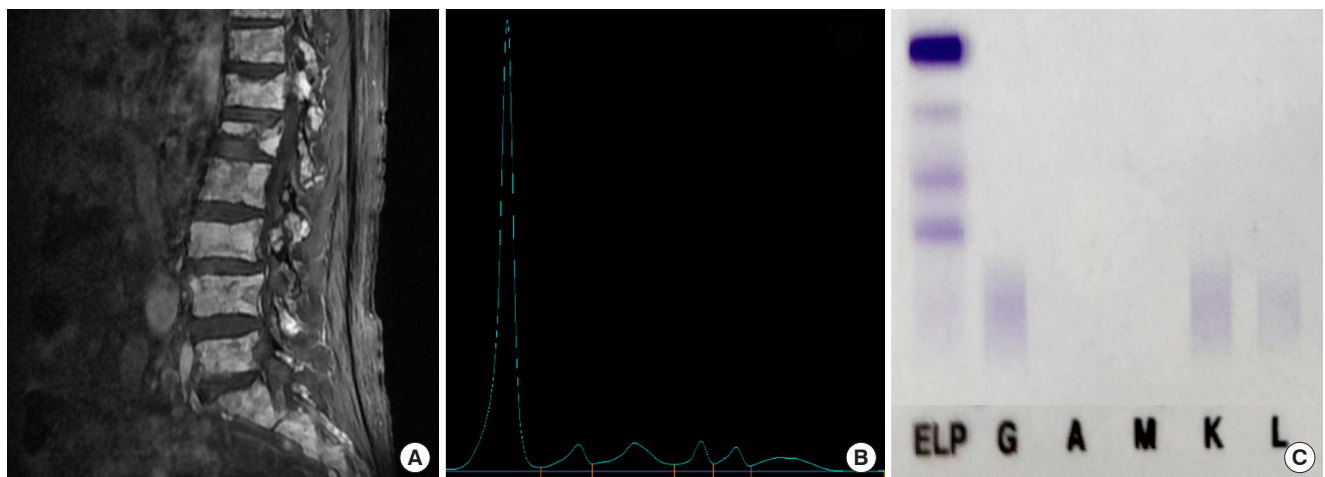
Images of the patient's relevant test results during the clinical course. (A) Sagittal T1-weighted spine MRI showing diffuse myeloma involvement in the axial skeleton and T11/12 compression fracture with T12 significant retropulsion at the time of initial diagnosis as non-secretory myeloma. (B) Serum protein electrophoresis showing no monoclonal spike when diagnosed as plasma cell leukemia. (C) Serum immunofixation electrophoresis showing no band when diagnosed as plasma cell leukemia. Abbreviation: MRI, magnetic resonance imaging.
